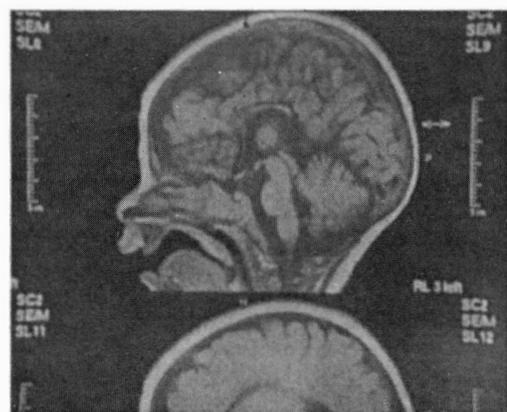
Ressonância magnética cerebral (corte sagital) onde é visível a agenesia parcial do corpo caloso.
